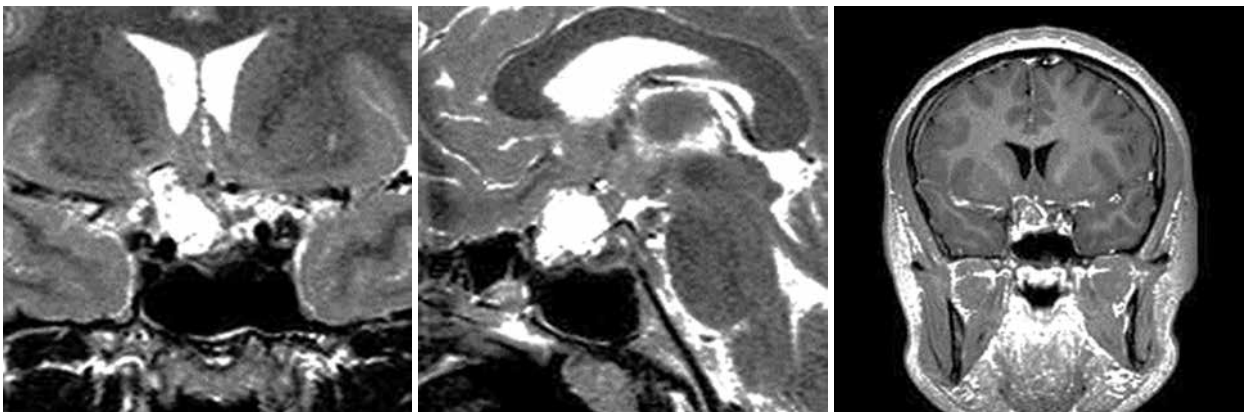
Доопераційна МРТ
